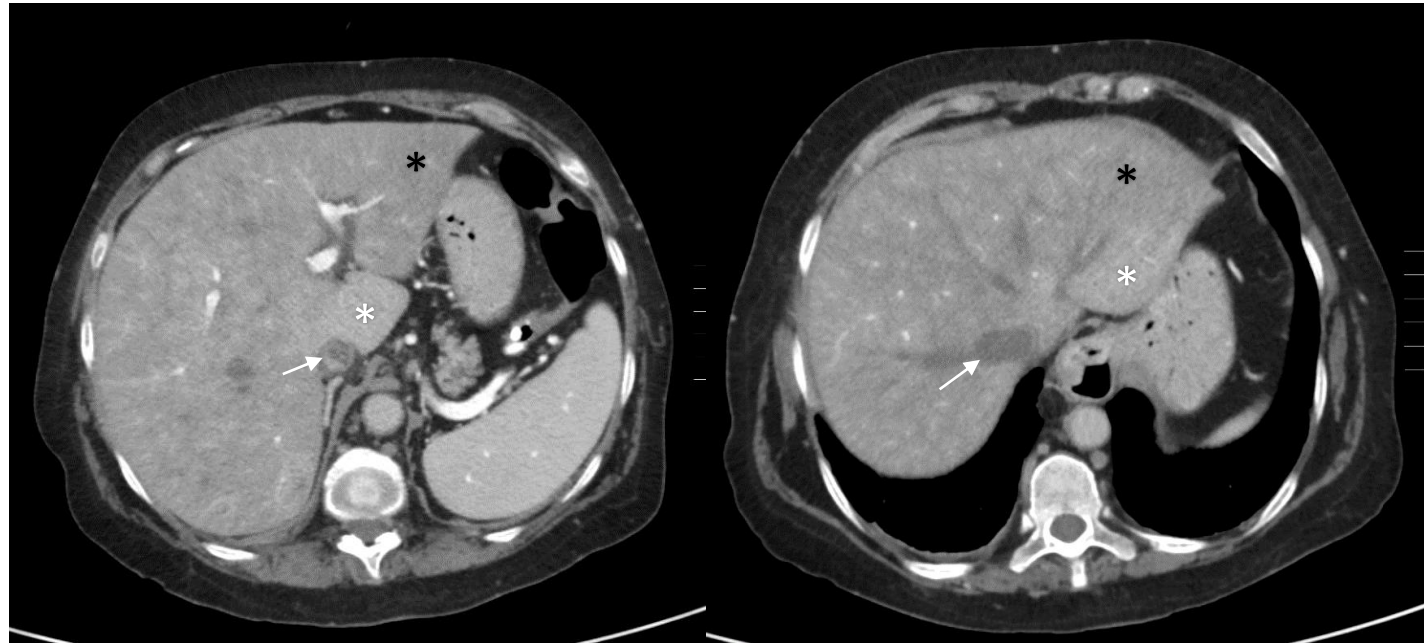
TC con contraste en fase portal: Trombosis de las venas suprahepáticas y de la vena cava inferior. Hígado globuloso con realce heterogéneo difuso (patrón con hipocaptación periférica e hipercaptación central y del lóbulo hepático). Estos hallazgos son compatibles con síndrome de Budd-Chiari.
